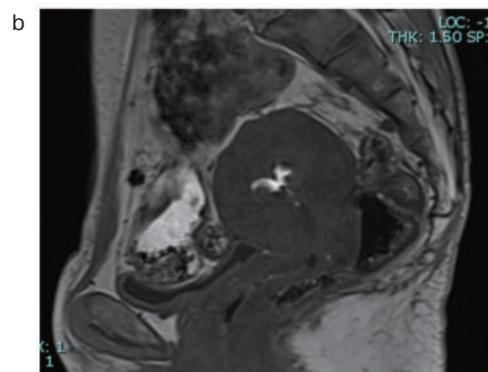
b 子宮摘出前の骨盤部MRI T1強調矢状断像。aと同じ断面で筋腫内の高信号域が内膜とわずかに連続している。
